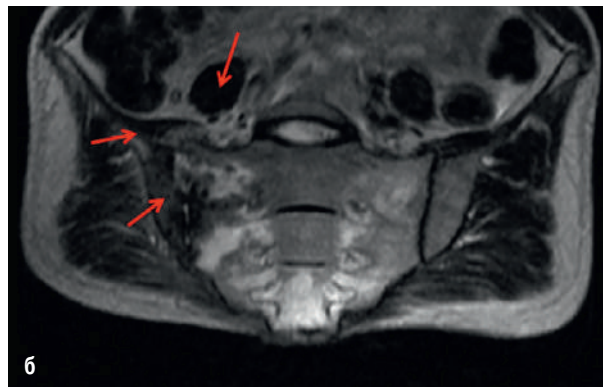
2б. МРТ пациентки Д., 27 лет, от 02.12.2016 г.
